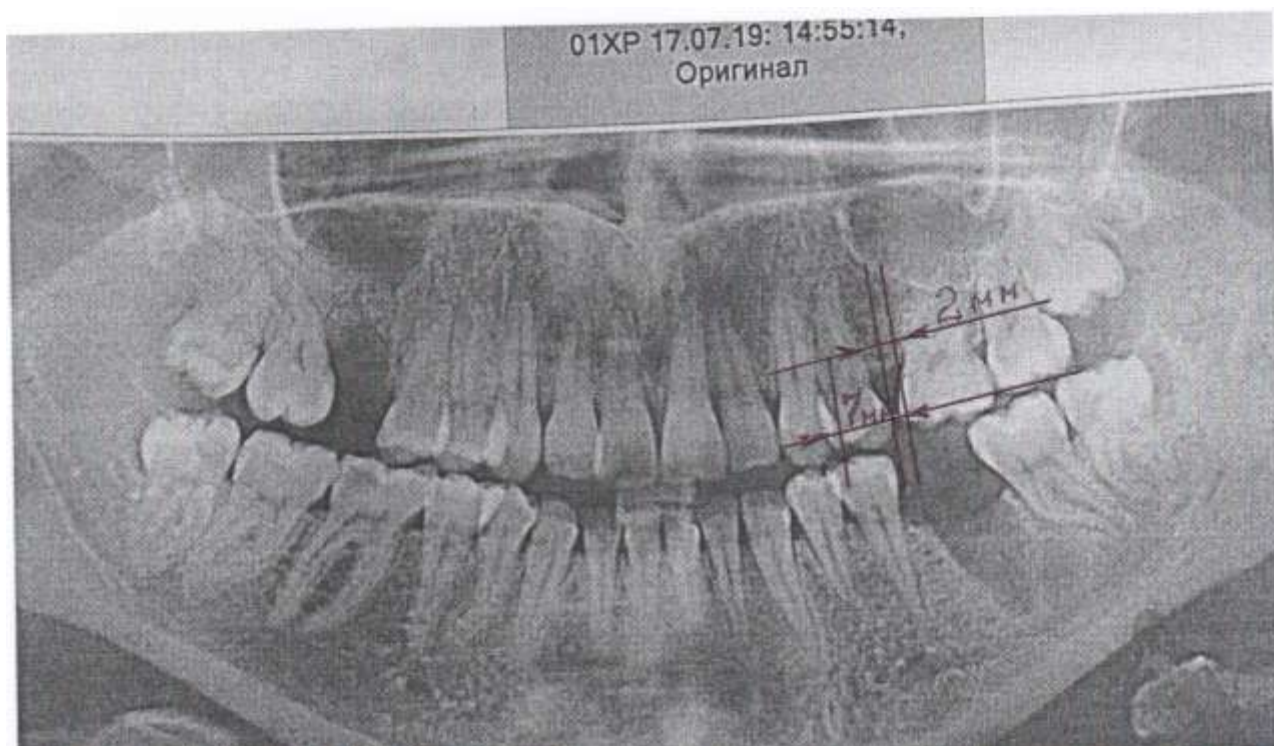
Діагностична ортопантомограма рентгенологічного дослідження пацієнта Н, після видалення 25 зуба через 5 років.
